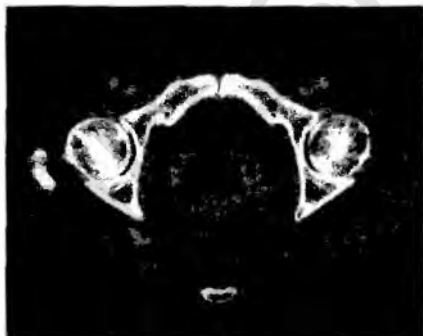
Мультисрезовая компьютерная томограмма абсцесса дугласова пространства (образование жидкостной плотности с толстыми стенками компрессируют спереди и сзади прямую кишку).
